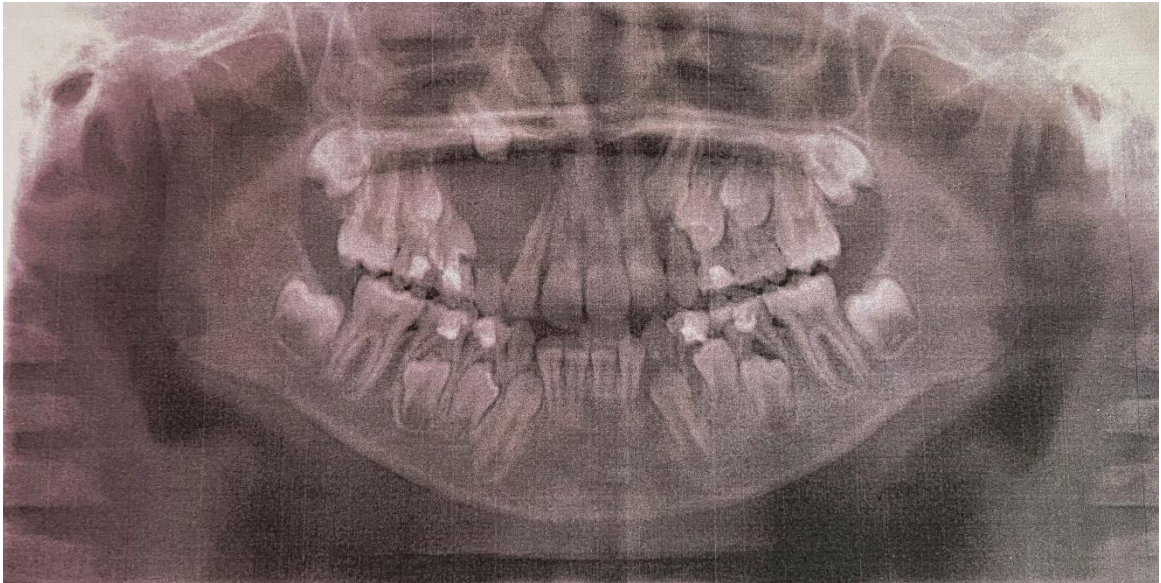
Orthopantomogramme.
